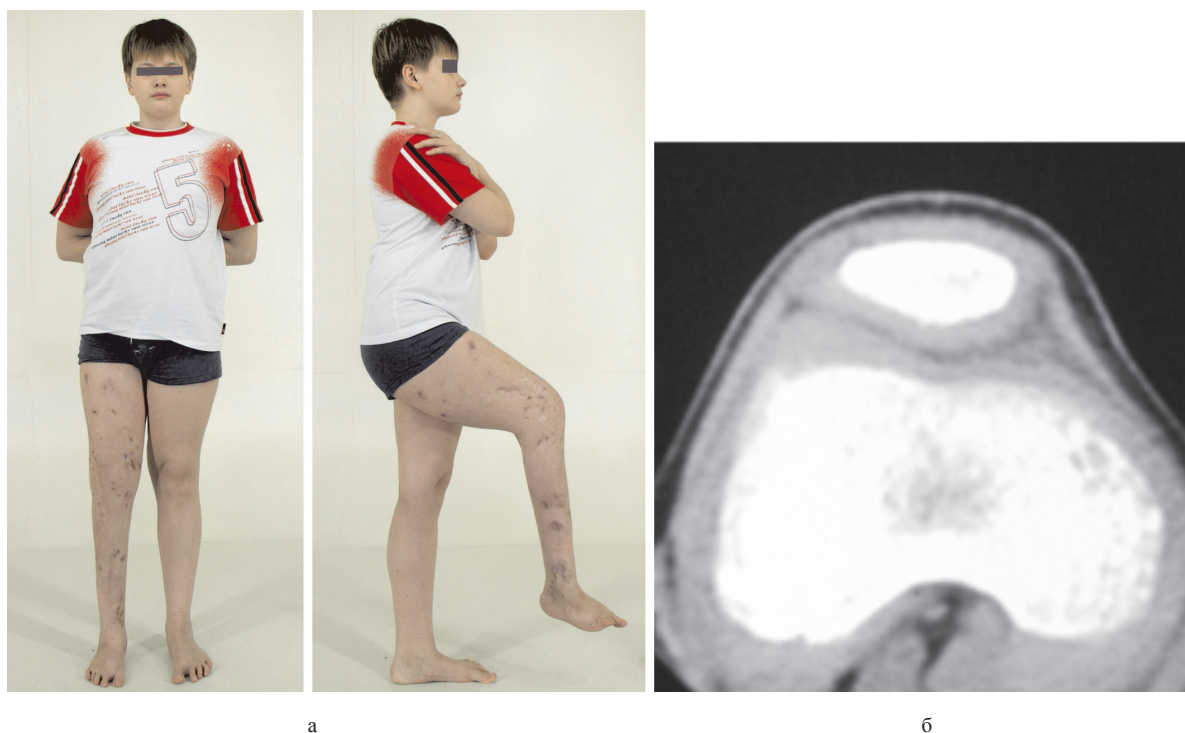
Фото больного (а) и компьютерная томограмма мыщелков бедренной кости (б) через 8 месяцев после удлинения бедра
